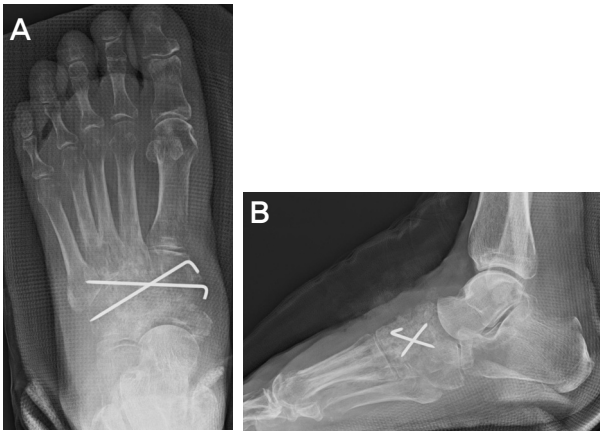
Radiographs (A, B) after 3.5 months shows removal of the cement beads and bone graft with internal fixation using Steinmann pins.
